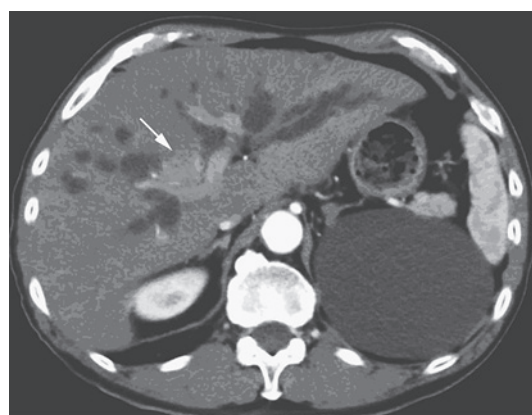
入院時 CT (動脈相) 肝門部胆管癌の診断
